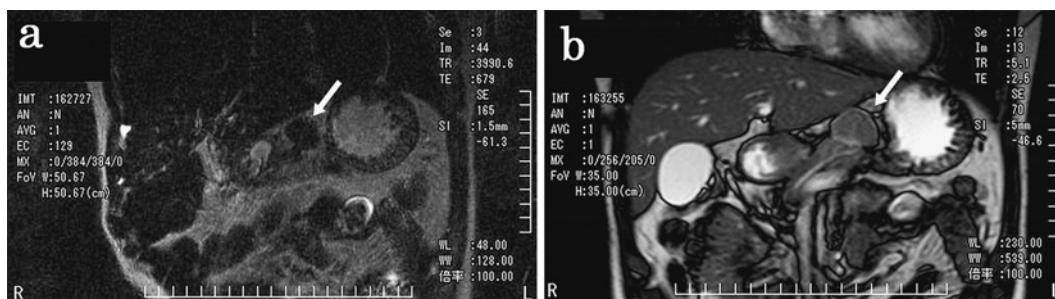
T1-weighted MRI image showing low-intensity tumor (a) and T2-weighted image showing isointensity tumor just above the pancreatic body (b).
